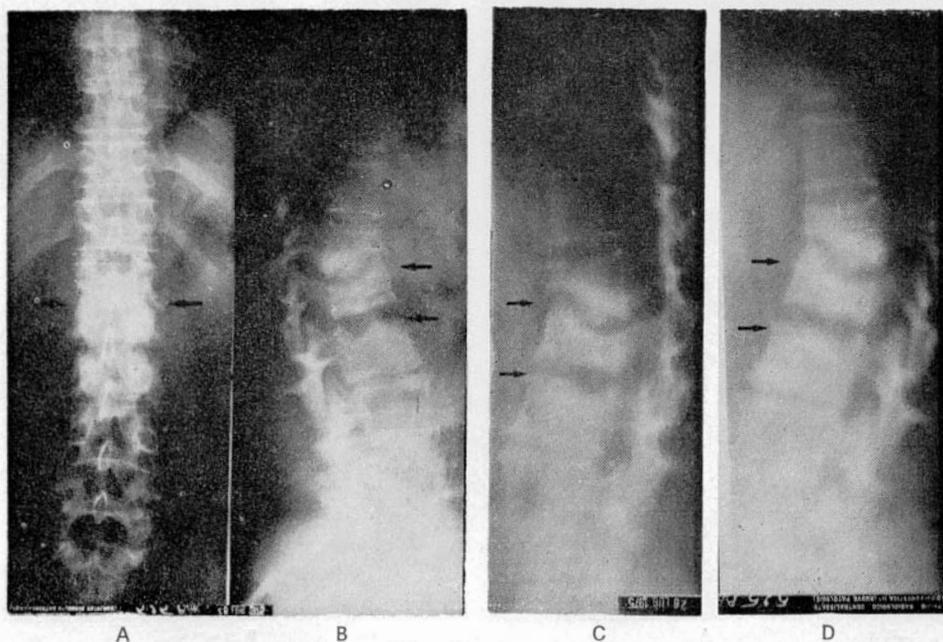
Angela L. a-b-c-d) Control a distancia por tomografía: notable mejoría del cuadro en especial de recalcificación de las áreas osteolíticas. Espacios discales irregulares, pero no desaparecidos.
